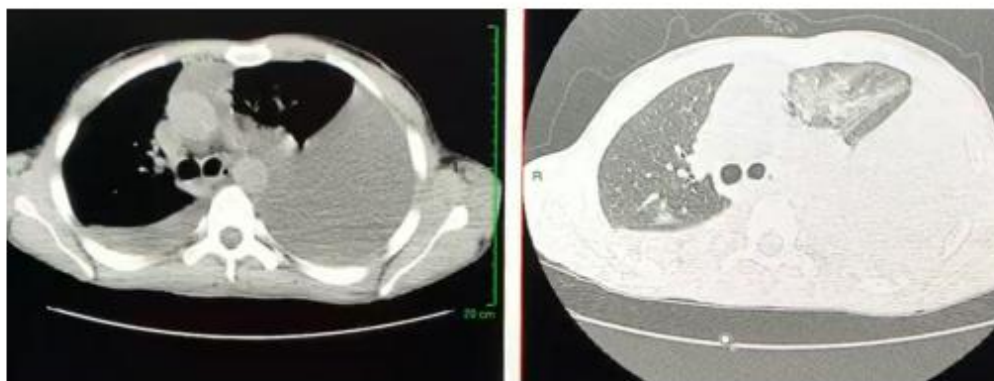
Computed tomography of the chest highlights a massive pleural effusion with a mediastinal shift towards the right.
